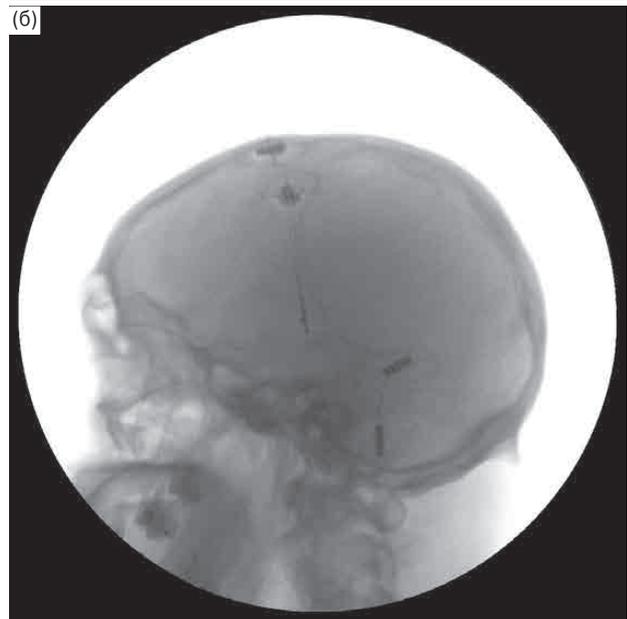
Рентгенографическая картина расположения электродов в Vim таламуса с двух сторон: прямая (а) и боковая (б) проекции.
